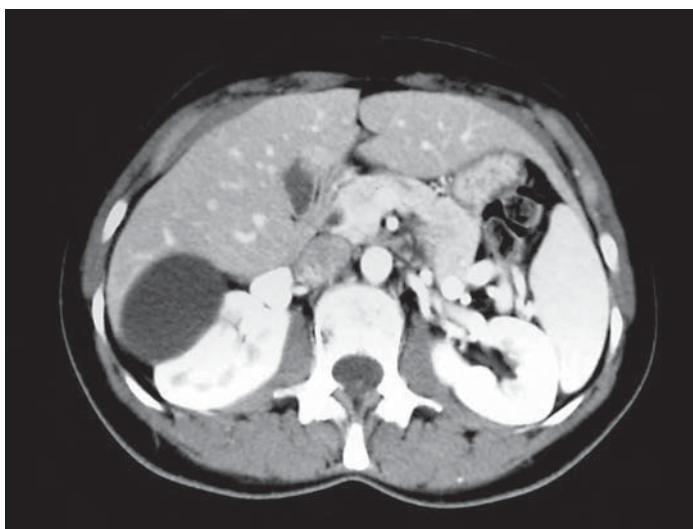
TC en la que se demuestra la existencia de un aneurisma de arteria renal derecha de 2,2 cm.
